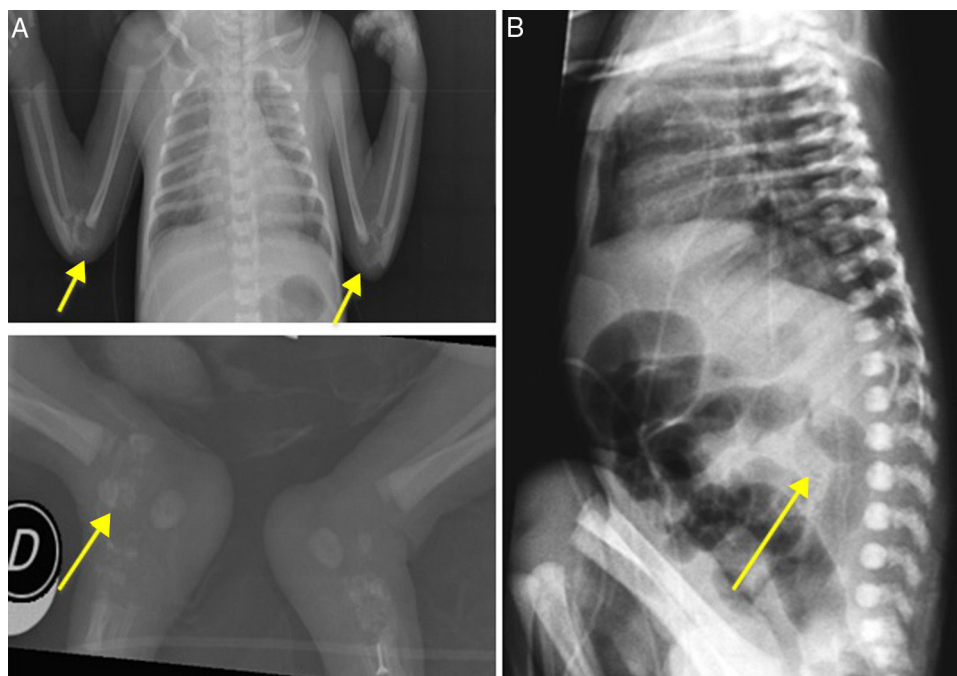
A: radiografía de las extremidades (las flechas señalan las calcificaciones). B: radiografía de abdomen: calcificación de la aorta descendente.
